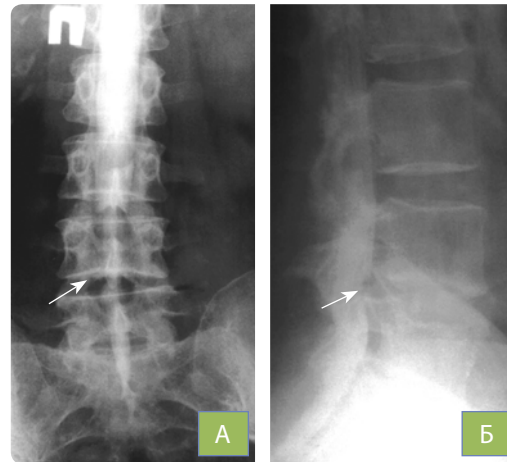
Рентгенограми (передньо-задня (А) та бокова (Б) проекції) попереково-крижового відділу хребта з контрастуванням субарахноїдального простору (мієлографія). Дефект заповнення хребтового каналу на рівні міжхребцевого диска  $L_4-L_5$ , що вказує на грижу міжхребцевого диска
